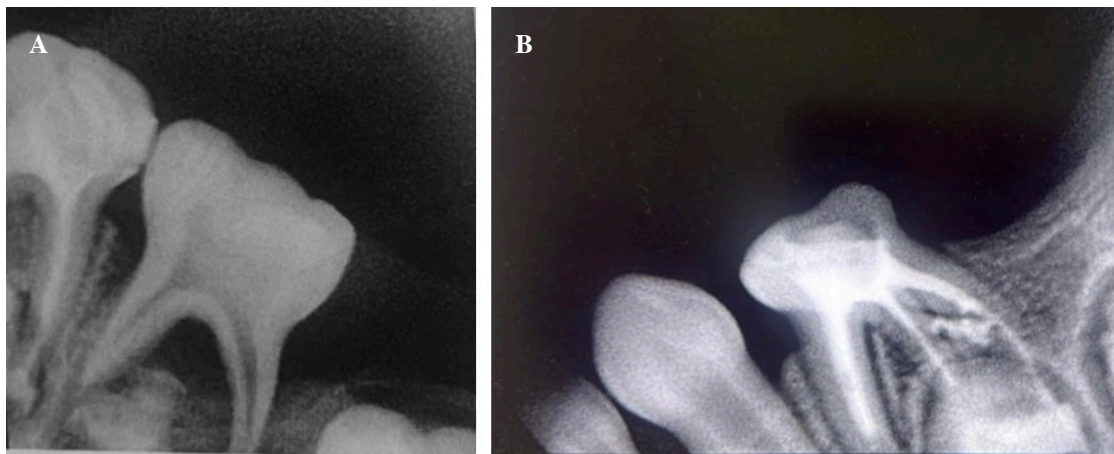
Caso clínico 2. A. Radiografía periapical control a los 5 meses. B. Radiografía control a los 10 meses.
